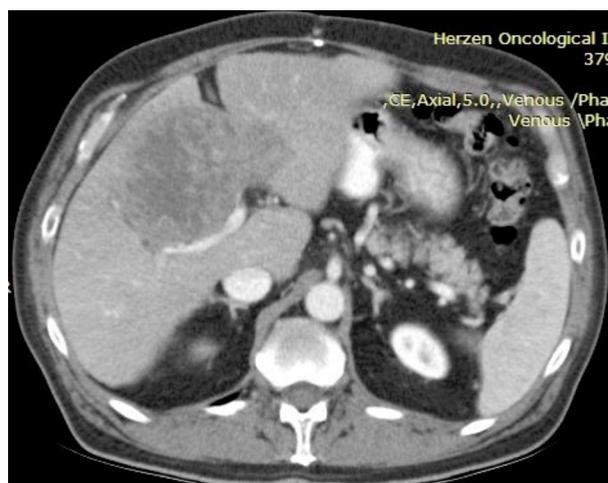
МСКТ органов брюшной полости с в/в контрастом.
